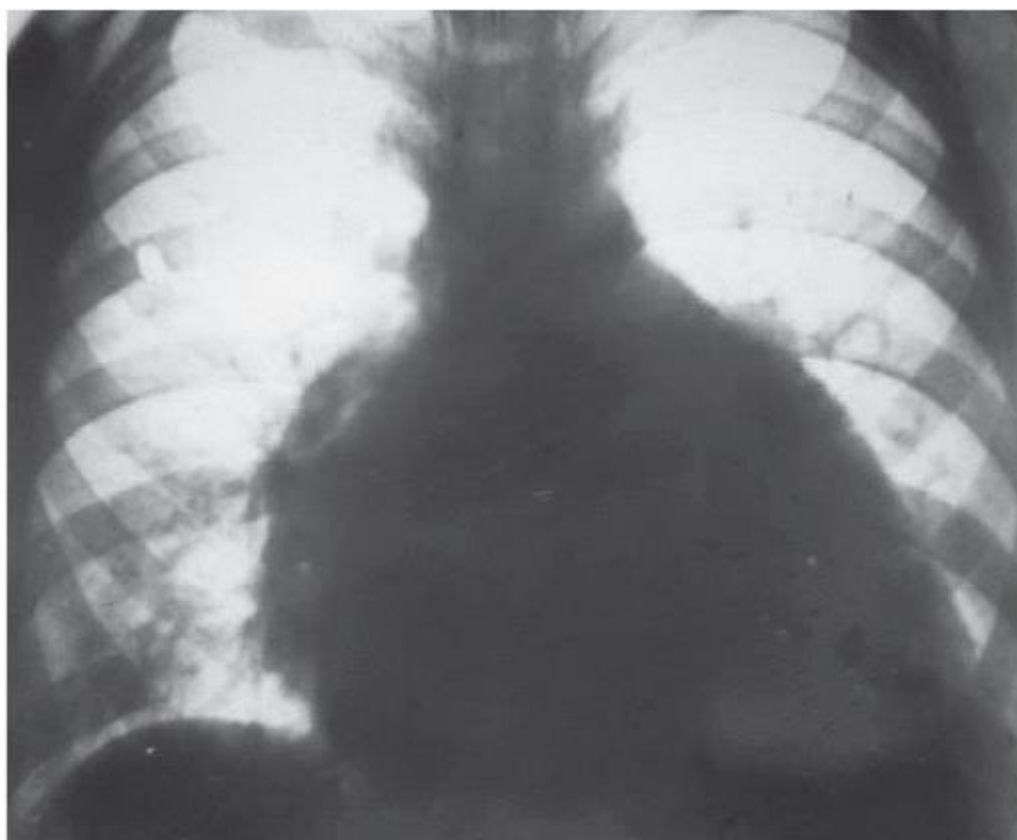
Рентгенограмма гипертрофического сердца
